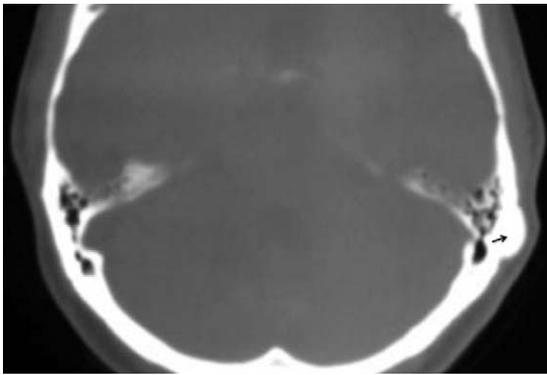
TC craneo sin contraste IV. Osteoma mastoideo izquierdo (flecha) que se presenta como una lesión de límites bien definidos y esclerosa, que no remodela estructuras locales ni asocia masa de partes blandas, y que deforma la superficie ósea del hueso temporal.
